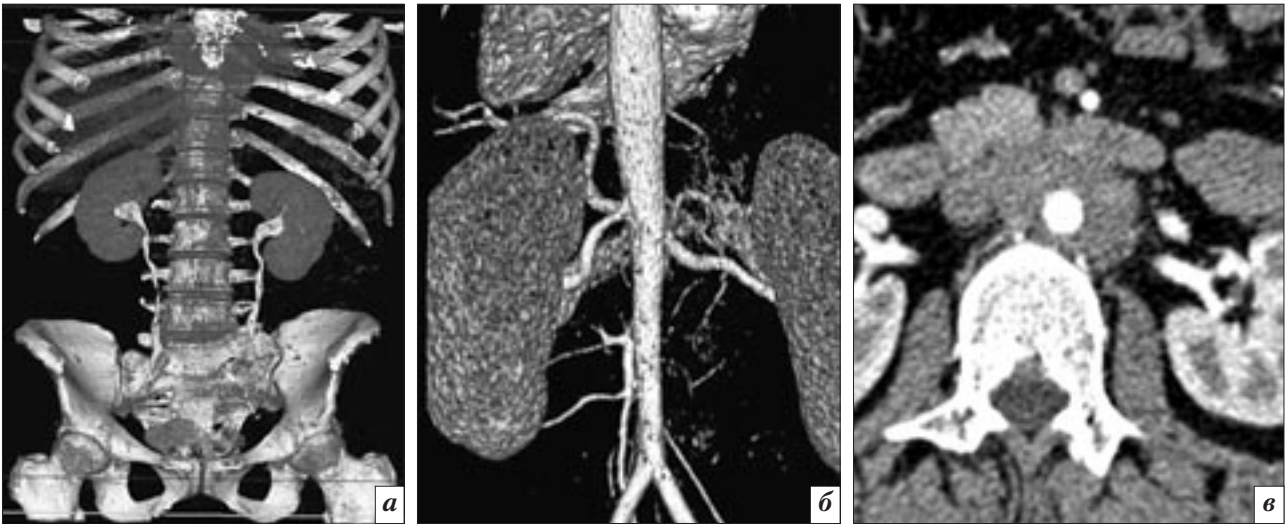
МСКТ, контрольное исследование, положительная динамика в виде увеличения диаметра просвета брюшной аорты. Поздняя паренхиматозная фаза, VRT(*а*), артериальная фаза, VRT (*б*), аксиальная проекция (*в*).
